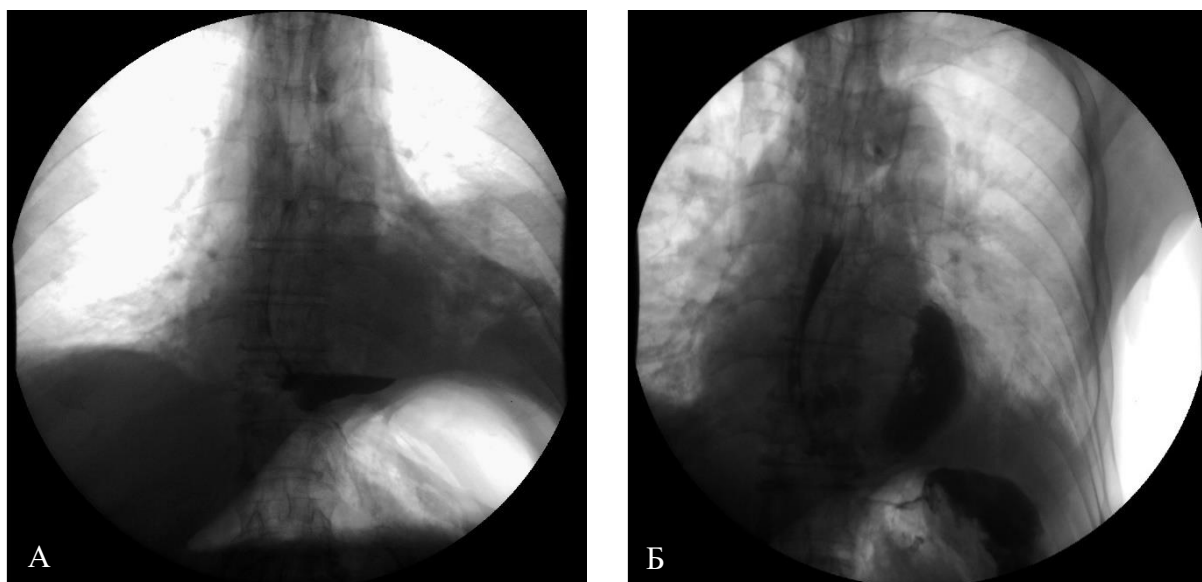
Рентгеноскопия пищевода: А – затек контраста из пищевода ограниченный средостением (рентгенография выполнена в прямой проекции); Б – затек контраста из пищевода в левую плевральную полость (рентгенография выполнена в левой боковой проекции)
